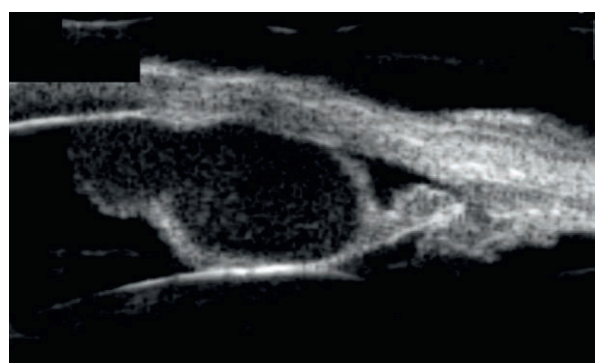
Échographie chez le patient présenté à la fig. 12-10, confirmant la nature kystique des lésions situées en avant de l'iris, qui sont hypo-échogènes avec un liseré hyperéchogène.
